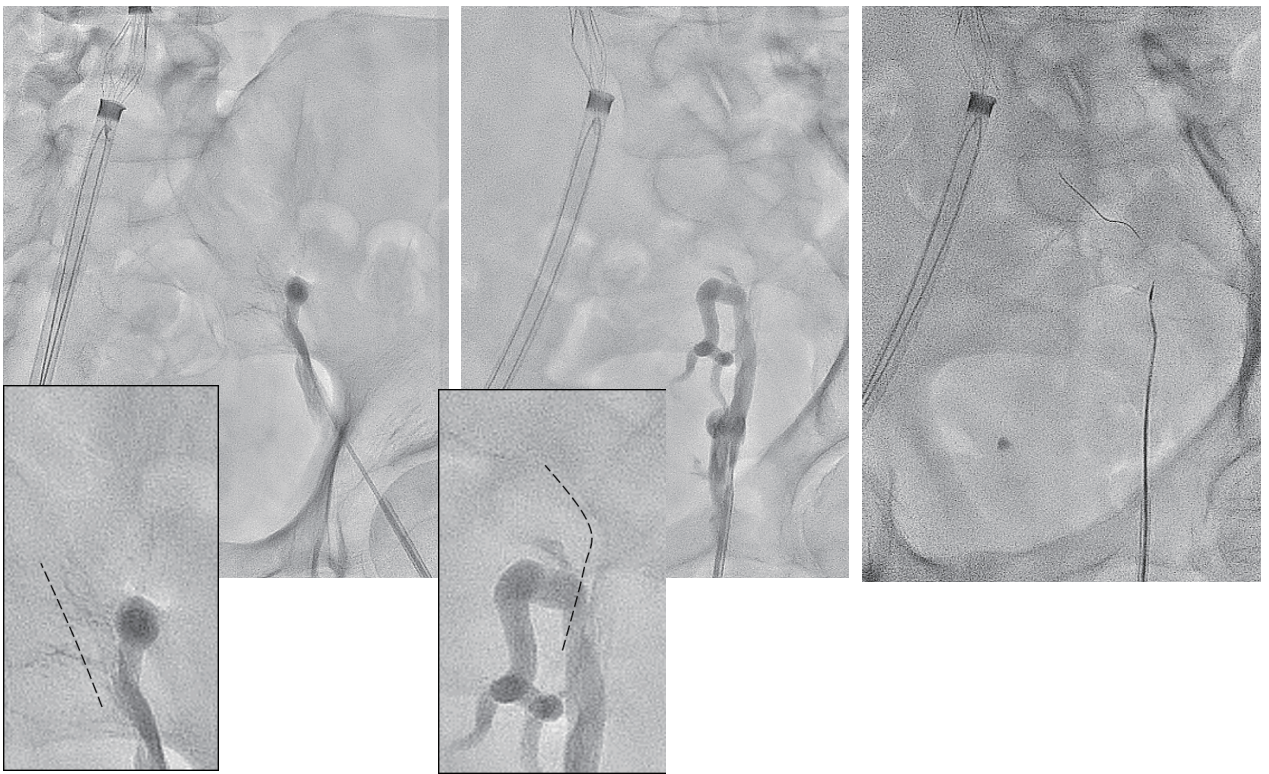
左EIVに4Fr UNITE カテーテルを導入し、ローテーションしながら先端造影した。発達した側副血行路に目を奪われやすいが、慢性閉塞病変では腸骨静脈の走行に沿って造影剤の染み込みを帯状にわずかに認めることが多く、本症例も側副血行路とは異なる向きに造影剤の染み出しあり（黒点線右側）。腸骨動脈と異なり腸骨静脈は蛇行が少なく個人差もほとんどない。事前CTで推測される向きに造影剤の染み出しがあれば、そこが閉塞した本幹であると判断でき、多くはプラスチックジャケットのCruiseワイヤーあるいはGradiusワイヤーで通過できる。また、ワイヤー侵入角度を固定するためにも4Fr UNITEが役に立つ。本症例もUNITEで方向づけをし、0.014Gradiusワイヤーで侵入し、小さなチャンネルをトラッキングするように進めていくと血管走行にそって進んでいった。ワイヤー進めてはCorsairを進め、バックアップsupportした。
